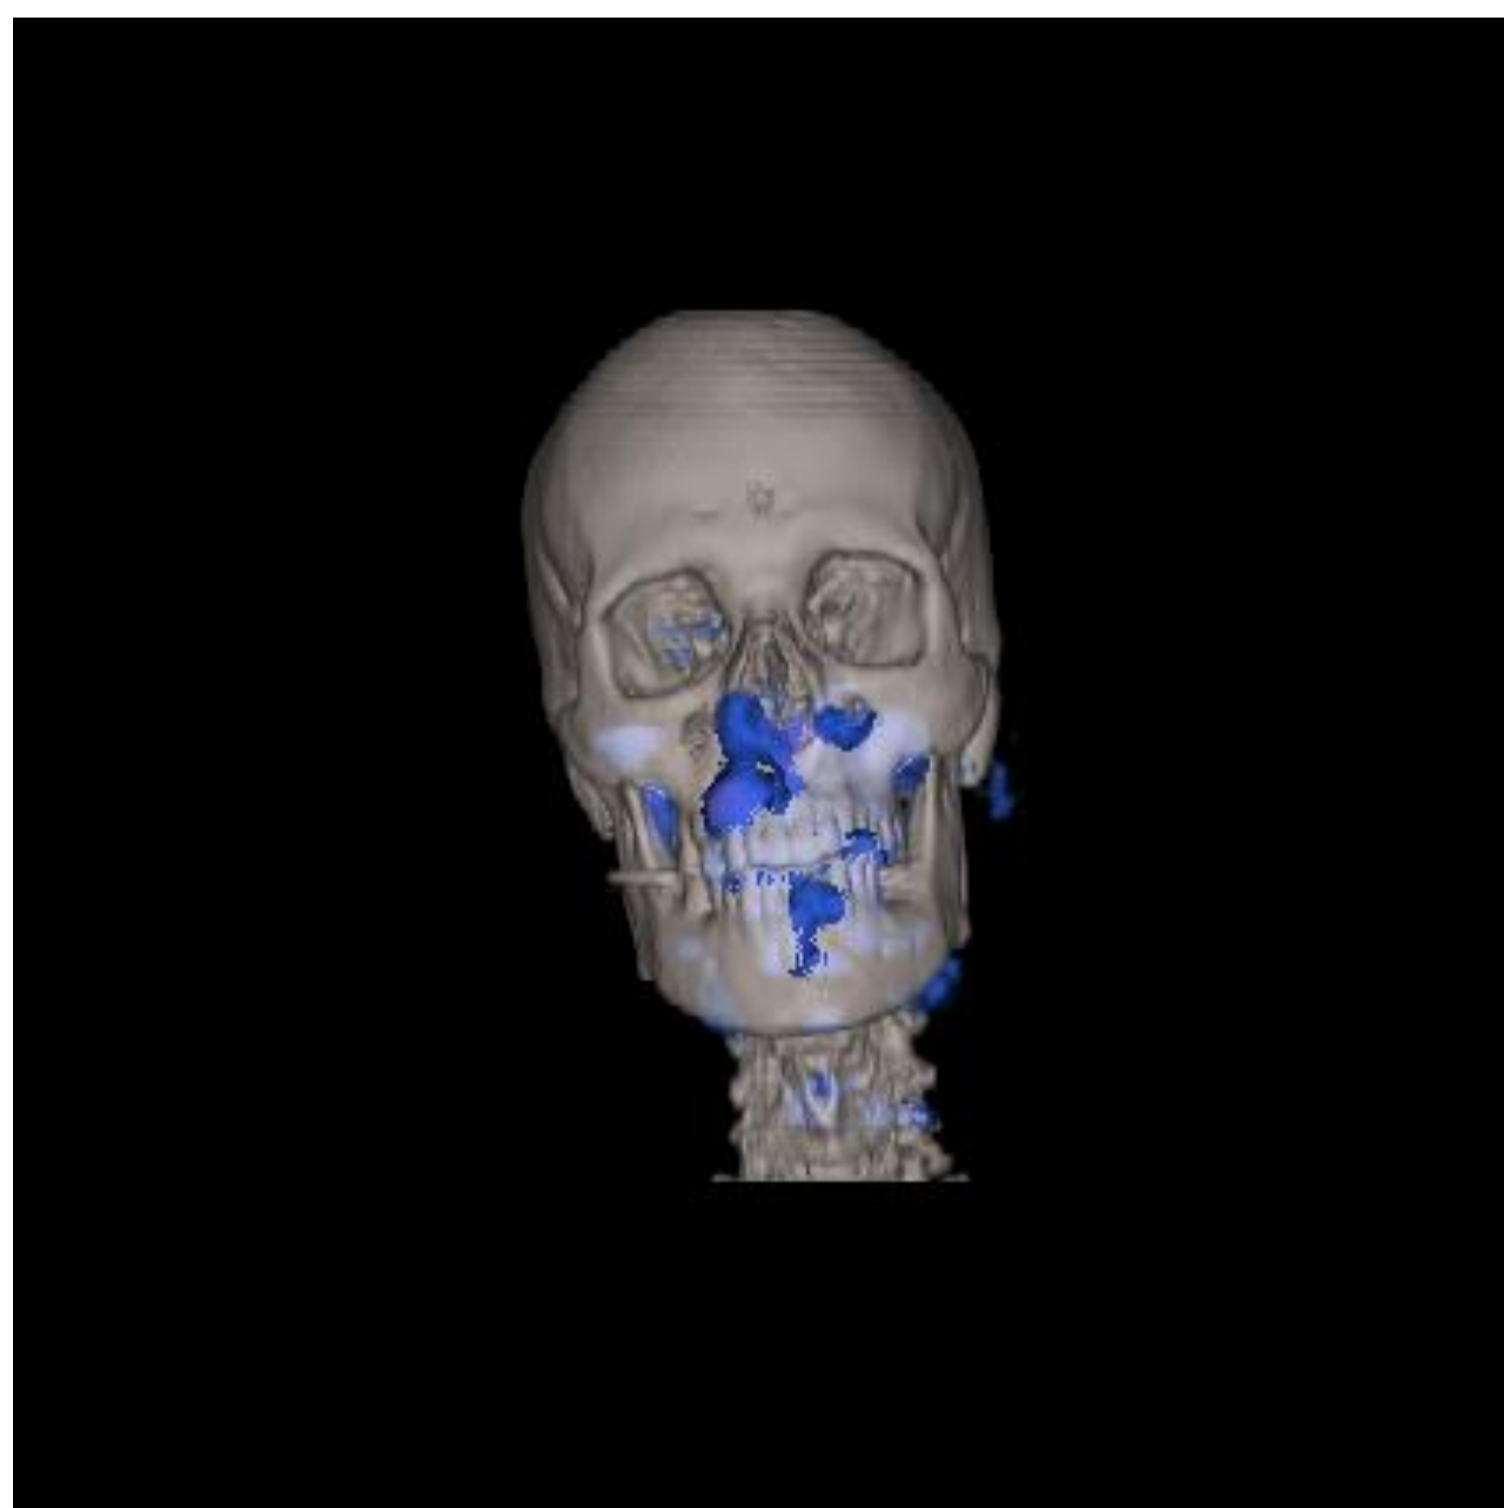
FOCOS DE HIPERCAPTAÇÃO (RECONSTRUÇÃO 3D IMAGEM PET-CT)
